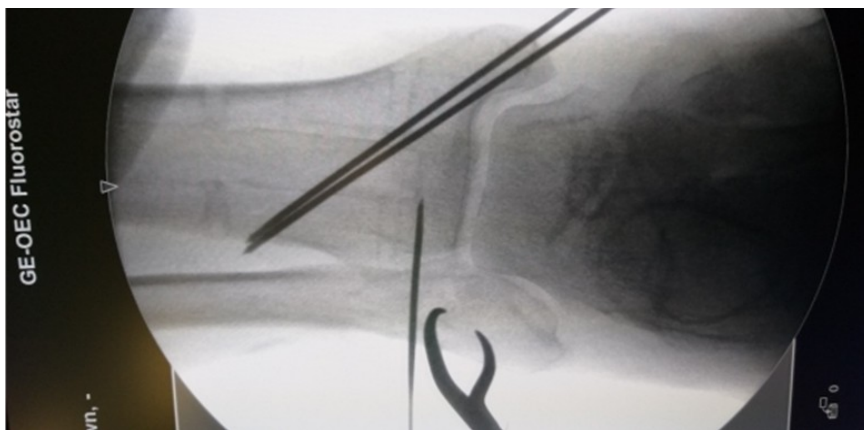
Рентгенография сустава в прямой проекции при контроле проведения спицы и проволоки
